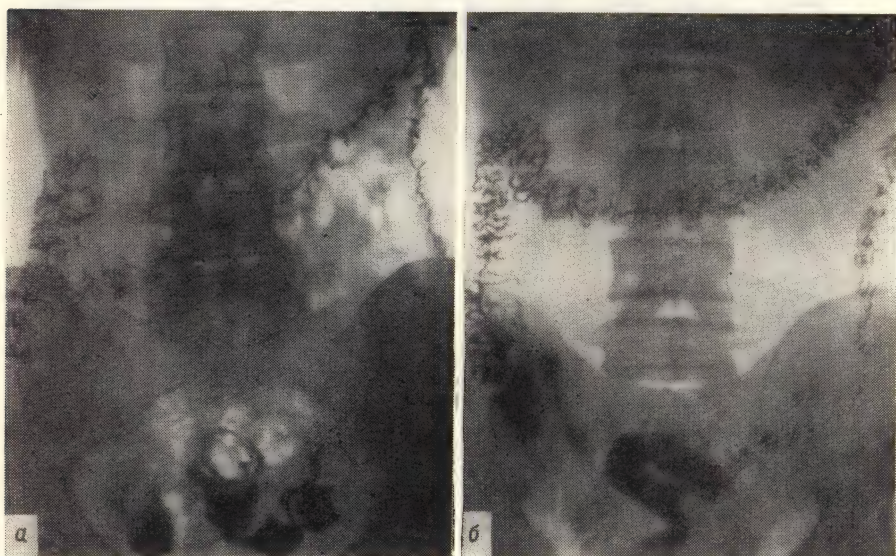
Нормальный рельеф слизистой толстой кишки (рентгенограмма).
